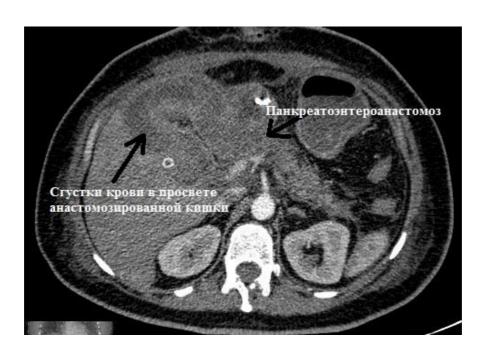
КТ-картина наличия свежей крови в просвете тонкой кишки на уровне панкреатоеюноанастомоза
